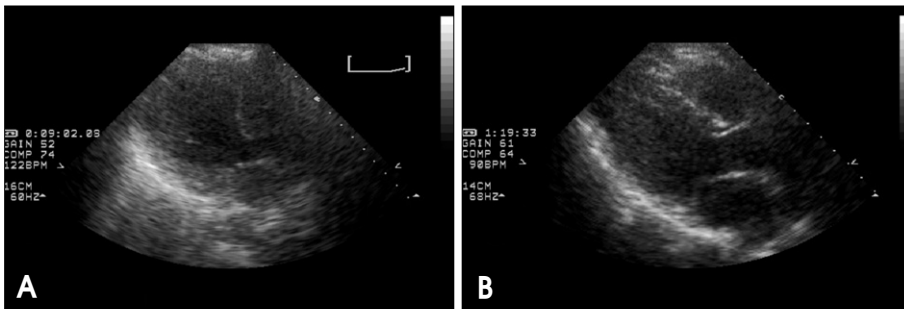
A: Echocardiography shows left ventricle looks like a balloon because of apical akinesis in systole on admission. B: Three months later, echocardiography shows cardiac function returned to normal.
